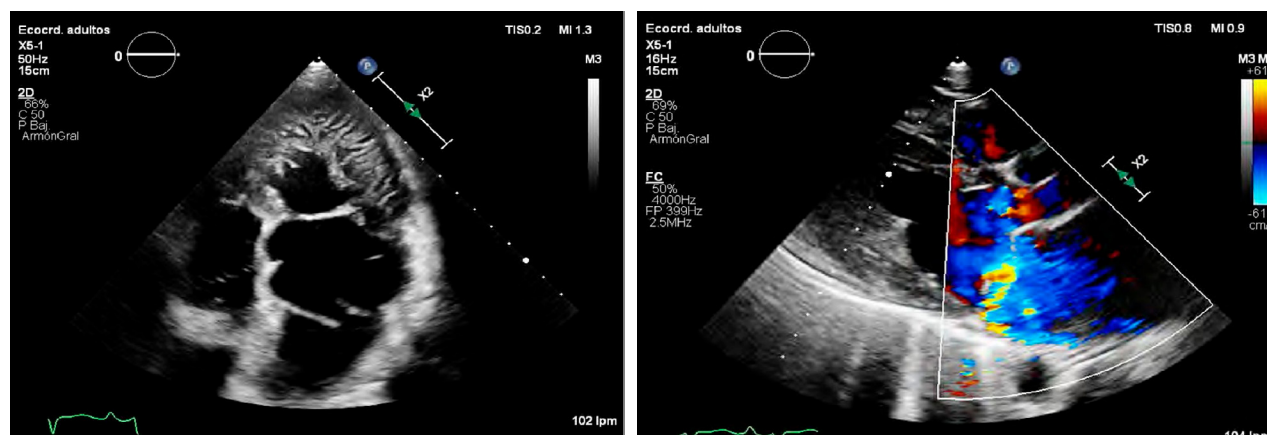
Ecocardiograma bidimensional en 4 cámaras (a) donde se visualiza trabeculaciones en ventrículo izquierdo con dilatación leve y en eje paraesternal (b) con aliasing en válvula mitral con dilatación de aurícula izquierda moderada.
